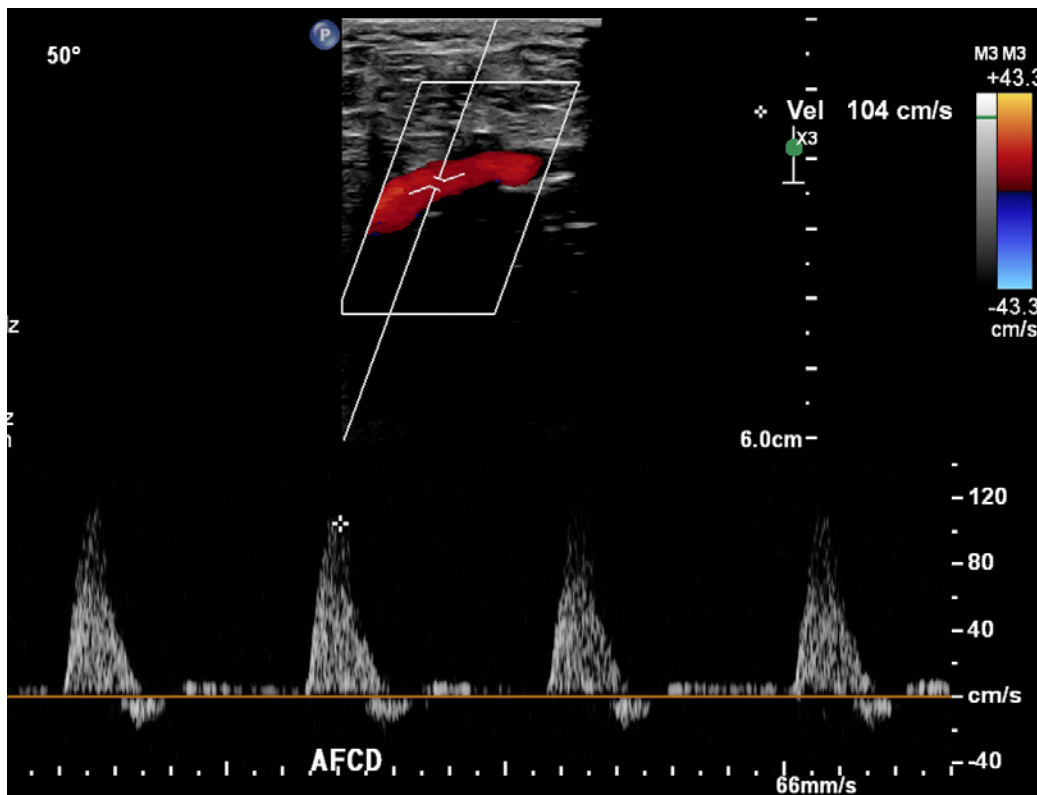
Doppler pulsado da artéria femoral comum direita
